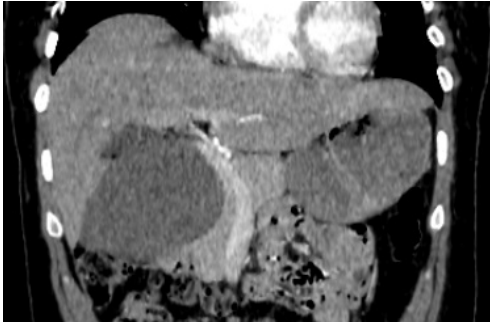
TC de Abdome em fase arterial, no plano coronal, evidenciando a formação expansiva à direita da veia cava.
